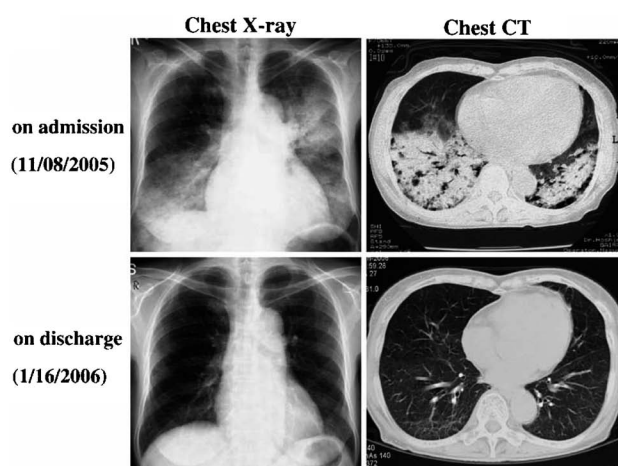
タクロリムス投与前後における胸部X線およびCTの変化 文献74)より引用
